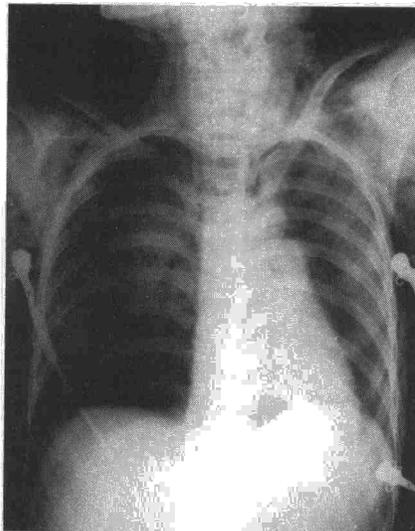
Radiografía de entrada: Gran enfisema de partes blandas, neumotórax derecho.
